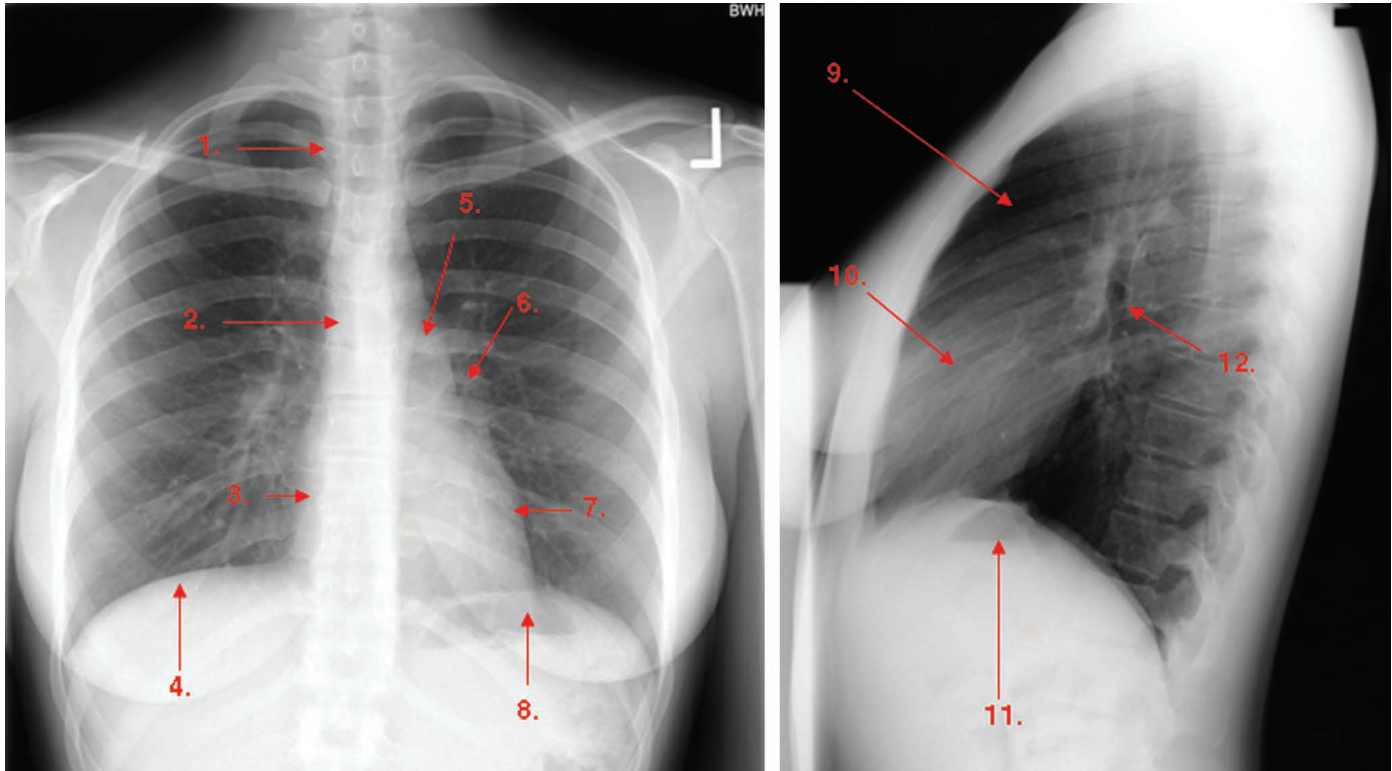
1 Radiografie toracică normală – trecerea în revistă a anatomiei. 1. Traheea. 2. Carina. 3. Atriul drept. 4. Hemidiafragma dreaptă. 5. Butonul aortic. 6. Hilul stâng. 7. Ventriculul stâng. 8. Hemidiafragma stângă (cu fornixul gastric). 9. Spațiul clar retrosternal. 10. Ventriculul drept. 11. Hemidiafragma stângă (fornixul gastric) 12. Bronhia lobului superior stâng.
